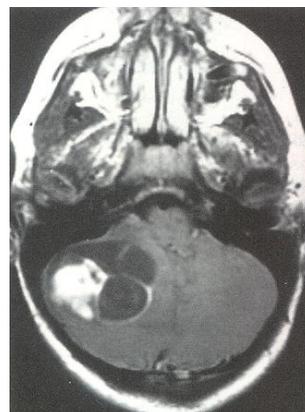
Imagem de RM de encéfalo de paciente com tumor do hemisfério cerebelar
